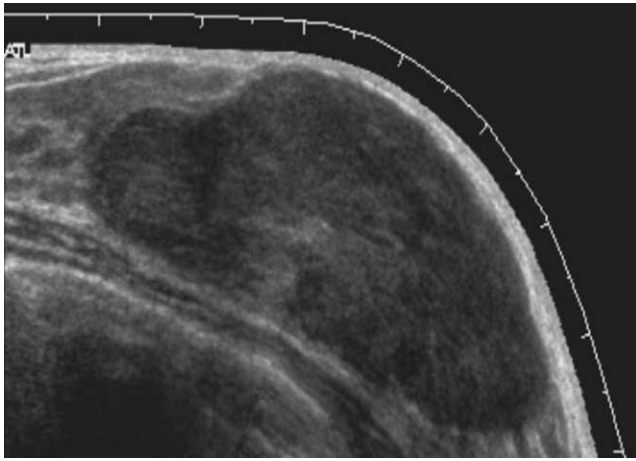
19-year-old woman with a palpable mass diagnosed as fibroepithelial lesion with cellular stroma at ultrasonography guided core biopsy Ultrasonogram shows a 60 mm sized, oval, circumscribed and hypoechoic mass categorized as Category 3. It was confirmed as fibroadenoma at surgical excision.
